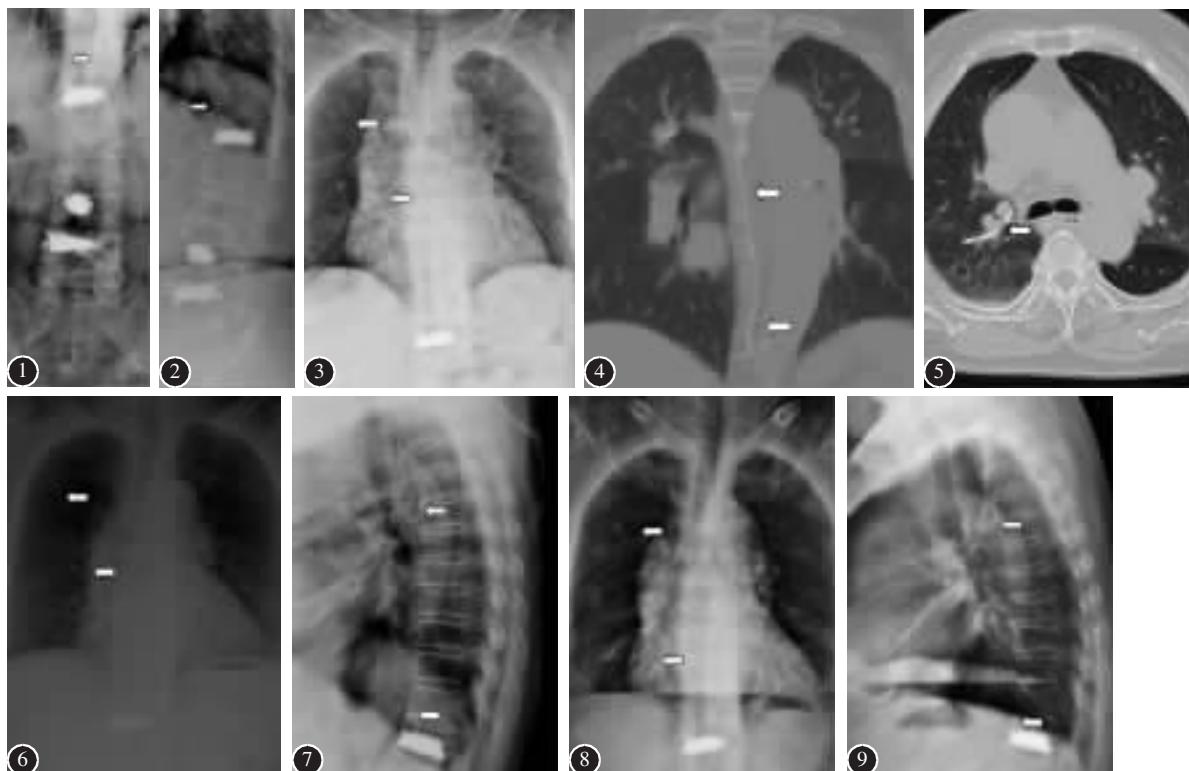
术后第 2 天腰椎正侧位 X 线片及胸部正位片示 L3、L4 椎体内骨水泥位置良好, 未见明显渗漏; T12 椎体前方骨水泥渗漏, 并沿椎体静脉丛渗漏至 T12 椎体前方奇静脉, 到达右肺上叶肺循环内, 沿途见条索状高密度影 图 4、5 胸部 CT 示肺栓塞及骨水泥的渗漏路径 图 6、7 术后 5 年 7 个月胸部正侧位 X 线片示骨水泥栓子大小、形状、位置未发生改变 图 8、9 术后 7 年胸部正侧位 X 线显示骨水泥栓子未发生移位和吸收
